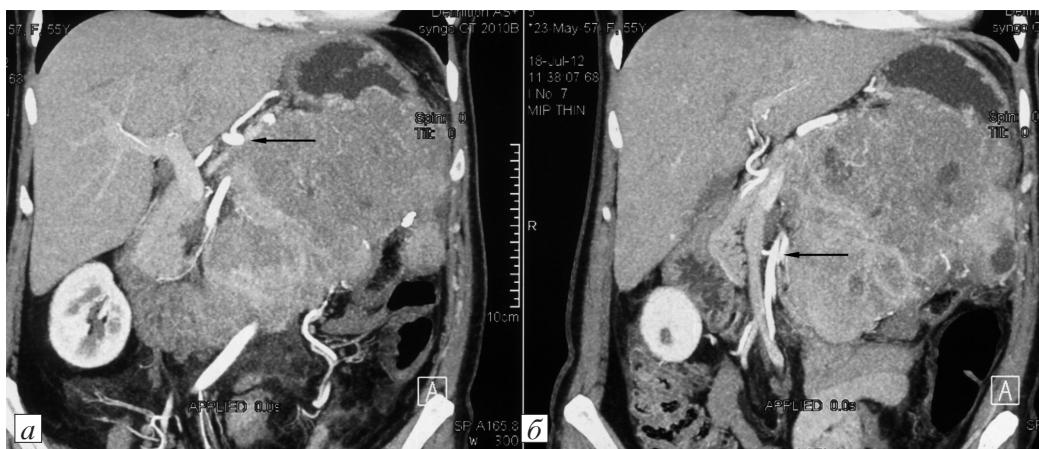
Компьютерные томограммы пациентки Е., 1957 г.р., с выполнением 3D-реконструкции магистральных сосудов брюшной полости. Определяется гигантская опухоль брюшной полости, распространяющаяся на поджелудочную железу, желудок, корень брыжейки. Наличие истинной сосудистой инвазии установить невозможно.
